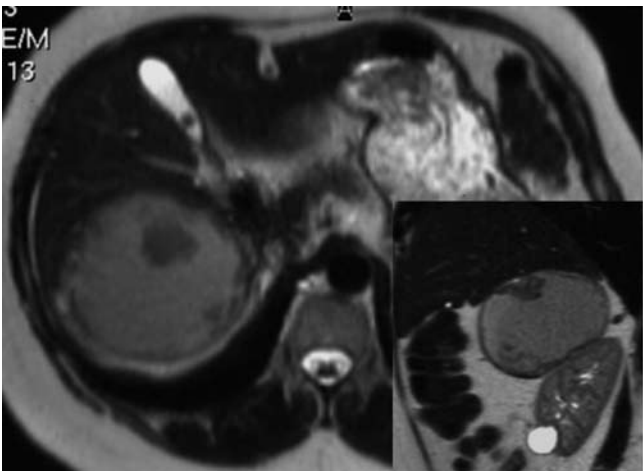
Resonancia magnética. Estudio con contraste, sección axial e, insertada, sección coronal para mostrar la relación del quiste con el polo superior del riñón y la existencia de algunas áreas sólidas de diferente grosor que crecen hacia el interior del quiste.
